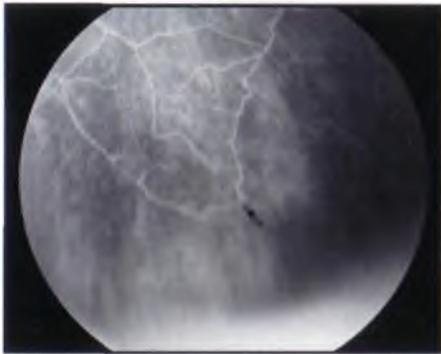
Недержание пигмента. На флюоресцентной ангиограмме глазного дна пациента с недержанием пигмента на периферии определяются отсутствие периферической капиллярной перфузии сетчатки и артериовенозные анастомозы (стрелка).
